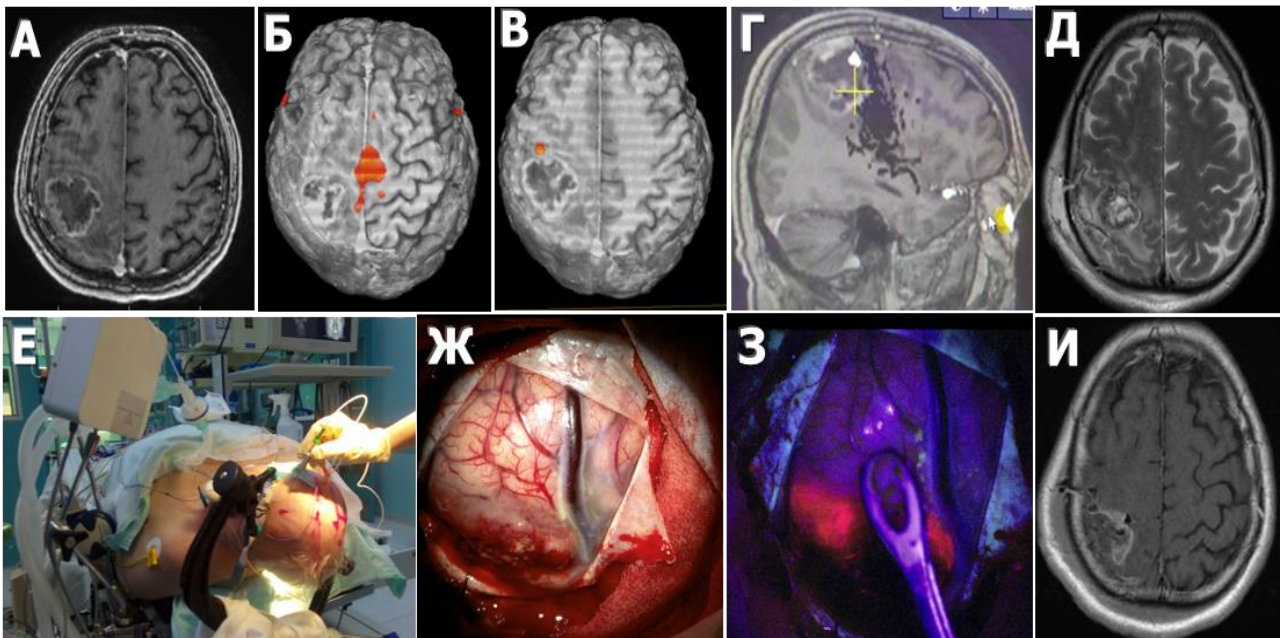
М., 55 лет, клиническое наблюдение 31, пример использования метаболической навигации и предоперационного планирования у пациента с метастазом в правой теменной доле вблизи корковых двигательных зон и пирамидного тракта. А - предоперационная МРТ с контрастированием, аксиальный срез в T1 режиме; Б – функциональная МРТ с картированием двигательной зоны ноги; В – функциональная МРТ с картированием двигательной зоны руки, расположена кпереди от опухоли, Г - сагиттальный срез в T1 режиме с интегрированными данными МР трактографии (пирамидный тракт) в навигационную систему, Д – МРТ после операции, T2 режим, аксиальный срез; Е - этап регистрации пациента в нейронавигационной системе, Ж - интраоперационные фотографии с микроскопа в белом и синем (З) свете. Яркая флуоресценция основного узла. МРТ после операции в T1 режиме с контрастированием, аксиальный срез.
